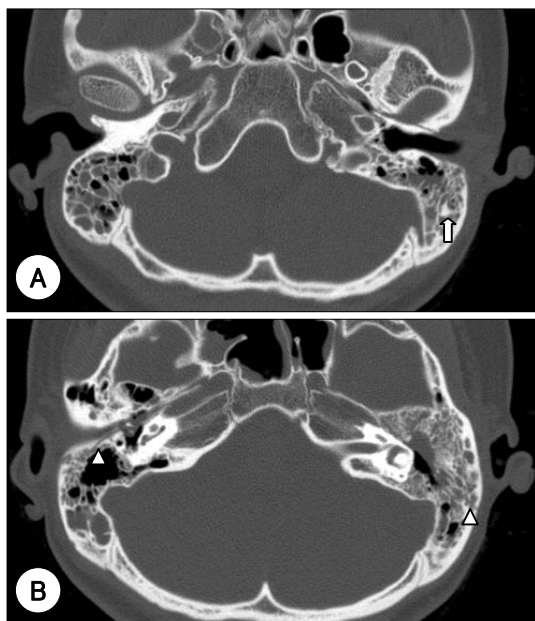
Computed tomography scan shows dislocated incus in the left mastoid cavity (white arrow), and bilateral longitudinal fracture lines (arrow head) with hemorraghic fluid collection in both temporal bones.
